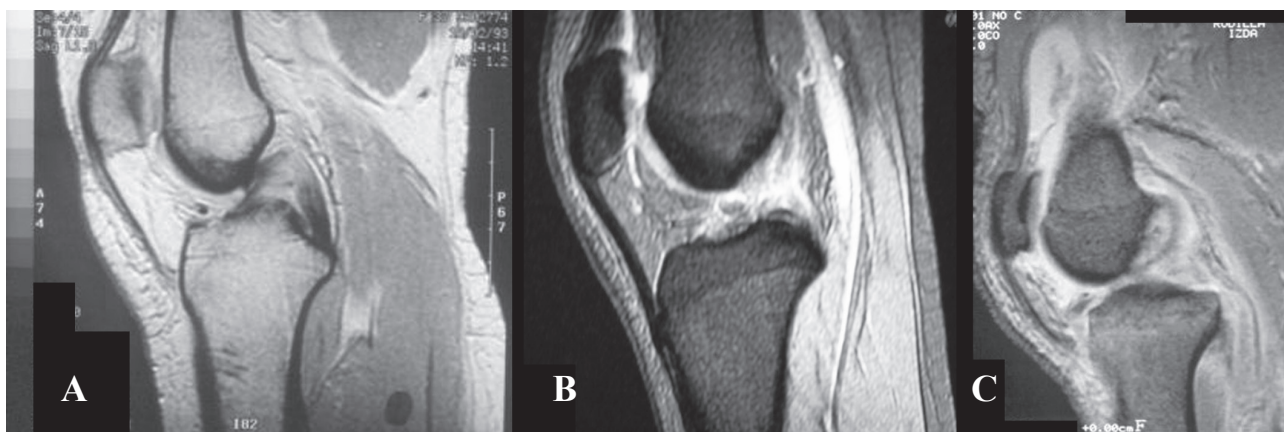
Imagens de RMN grau II A), III B) e IV C) da classificação de Shelbourne.
